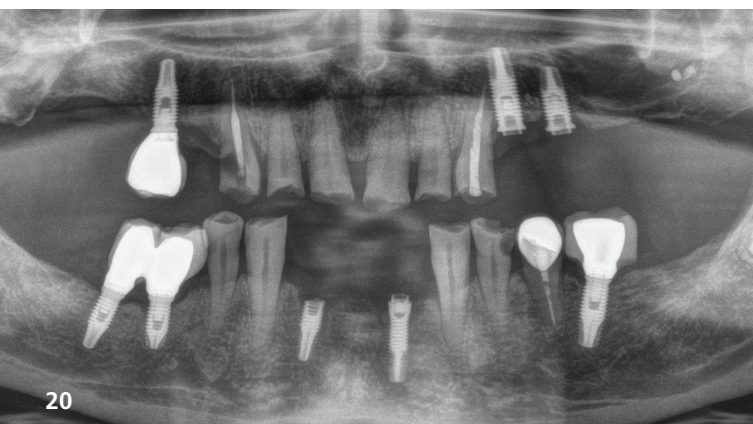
Röntgenbild mit den definitiven Kronen und den Provisorien auf den angepassten Implantaten. – Abb. 17 und 18: Definitive zahn- und implantatgetragene Kronen. Das ästhetische Ergebnis ist in dieser Phase gut zu erkennen. Okklusion, vertikale Dimension und Okklusionsebene sind stabil.
